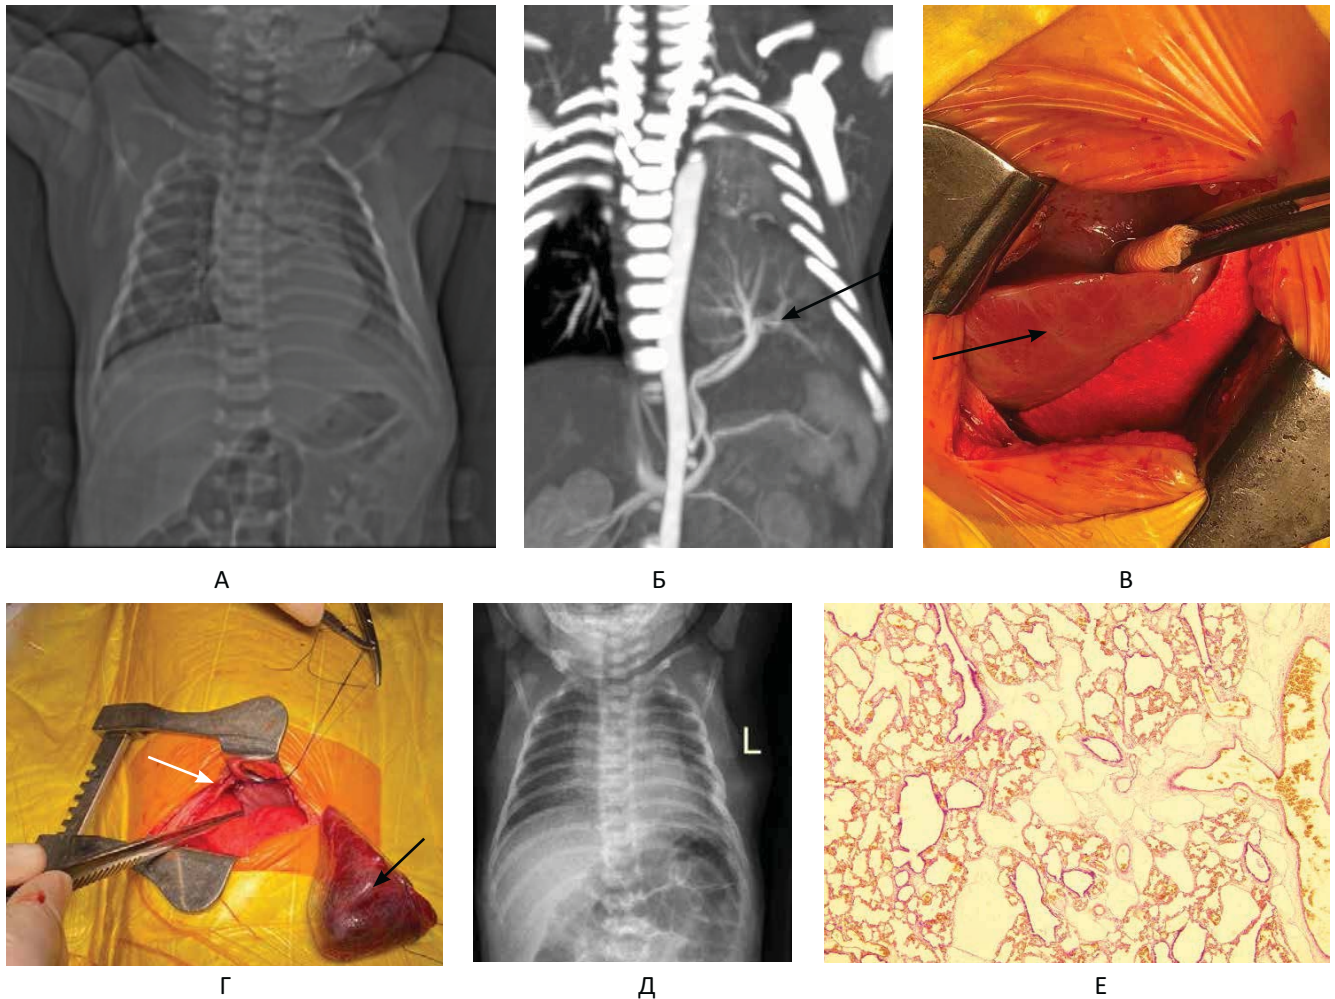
Обстеження та інтраопераційні фото дитини віком 14 днів із ПЛС лівої легені. А – оглядова рентгенограма не виявляє специфічних ознак вади; Б – КТ, фронтальна реконструкція: у лівому гемитораксі наявний позалегеновий секвестр з артеріальним кровопостачанням від абдомінальної аорти та венозним відтоком у систему нижньої порожнистої вени (стрілка); В, Г – інтраопераційні фото: секвестр представлений безповітряною масою розміром 4,5х5 см, не пов'язаною з паренхімою легені, має власну вісцеральну плевру, розташований на діафрагмі, переважно в зоні заднього синусу (позначений чорними стрілками), пересічені аберантні судини позначені білою стрілкою; Д – оглядова рентгенограма перед випискою дитини показує нормальний стан обох гемитораксів; Е – гістологічне дослідження секвестру (мікрофото, x40, фарбування гематоксилін-еозин): множинні кістозні порожнини різних розмірів, вистелені циліндричним епітелієм, та ділянки лімфангіоми
